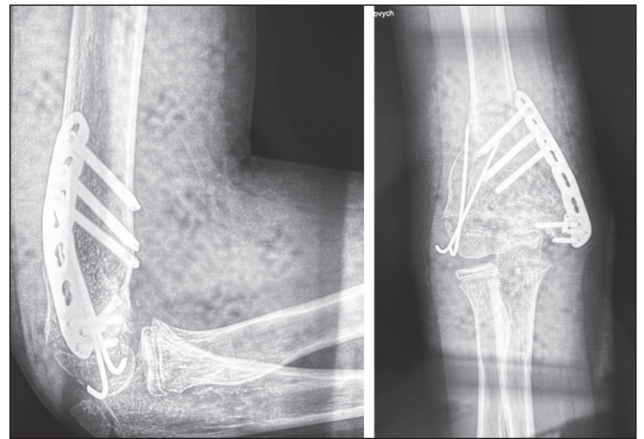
Післяопераційне рентгенологічне дослідження
